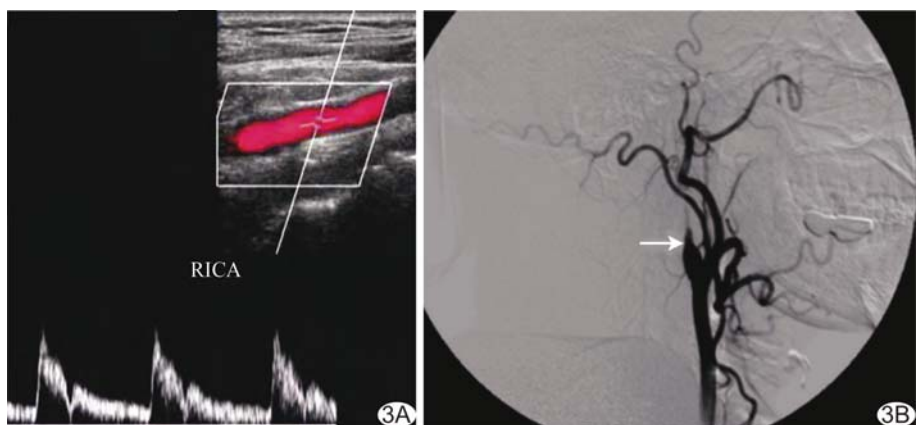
患者男,59 岁 A. 右颈内动脉夹层(C1 段),超声检测右侧颈内动脉频谱,未行血流动力学参数分析; B. DSA 示右颈内动脉夹层,右侧颈内动脉 C1 段稍膨大,远端血流缓慢延伸至 C3 段,呈鼠尾样表现
